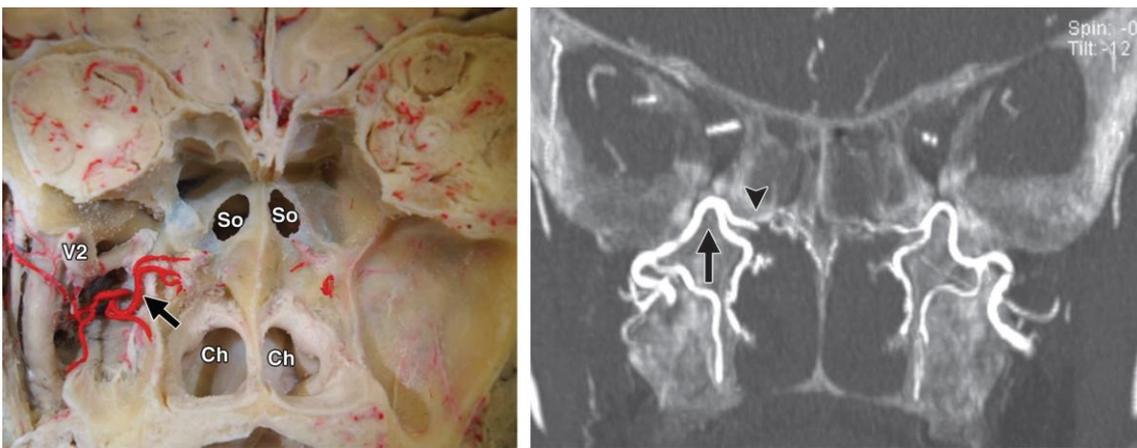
Sphenopalatine artery and posterior septal branches in a cadaver head with opacified vessels using a radiopaque intravascular material. (a,b) Coronal section in a cadaver head (a) and maximum intensity projection (MIP) in coronal CT reconstruction (b) show the sphenopalatine artery (continuous arrows) passing through the sphenopalatine foramen and its posterior septal
